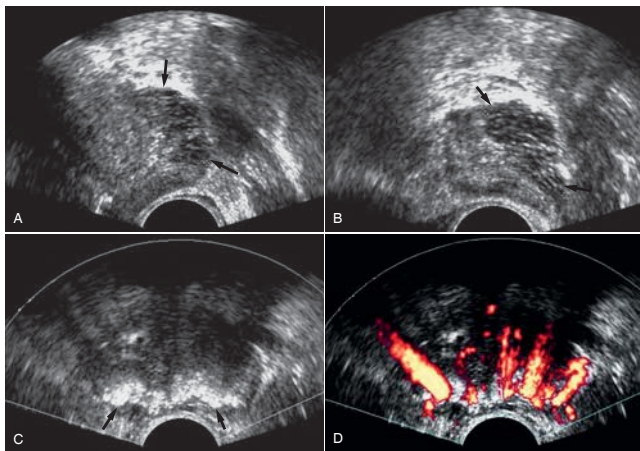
Normal anatomic variants. A, Axial view with benign glandular ectasia (arrows) seen as a peripheral hypoechoic area containing multiple radially oriented tubes. This hypoechoic appearance should not be mistaken for cancer. B, Parasagittal view of benign ectatic glands (arrows). C, Axial view shows extensive echogenic material, both calcifications and corpora amylacea (arrows), along the surgical capsule and peripheral zone. This has no clinical significance and usually is not palpable. It hinders ultrasonic visibility. D, Doppler examination of same patient shows the extensive Doppler noise artifact caused by the calcifications. Virtually all the visible color is artifactual.
